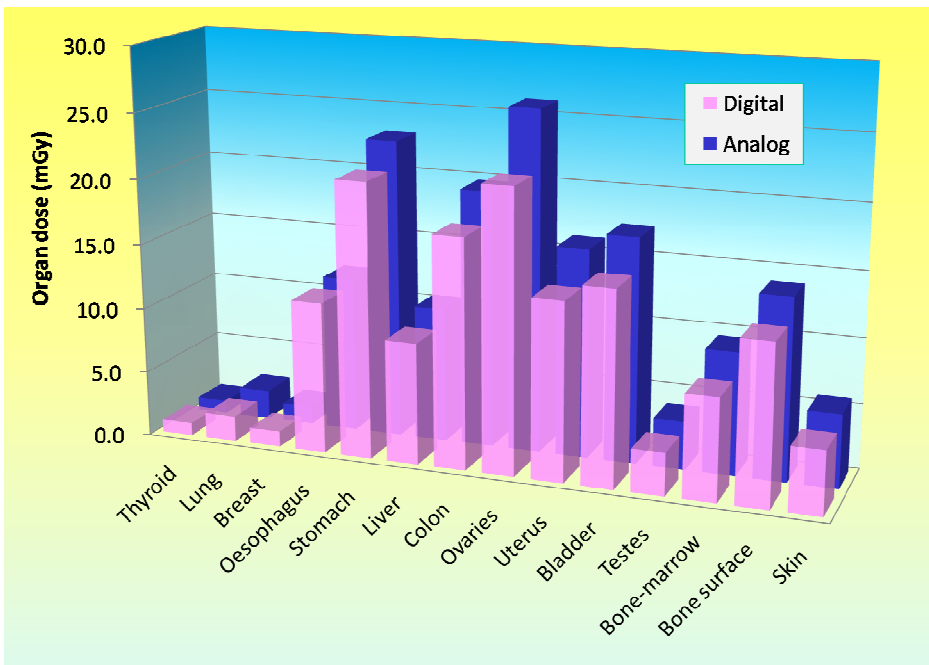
Organ doses in barium enema examinations obtained for digital radiography and fluoroscopy, and for analog radiography and fluoroscopy.
